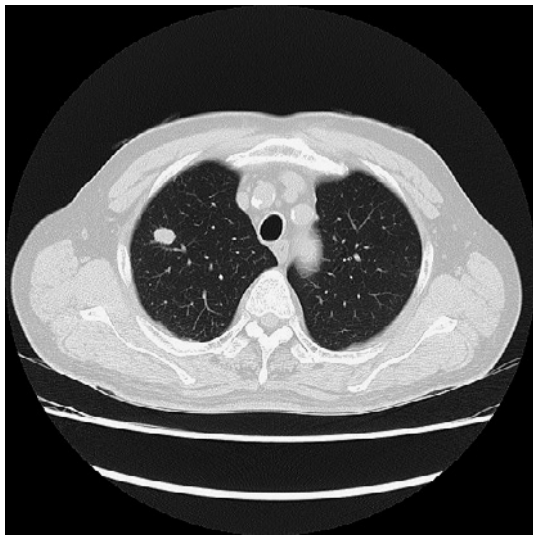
Chest CT scan showing a lung nodule in the S¹ segment of the right lung.
